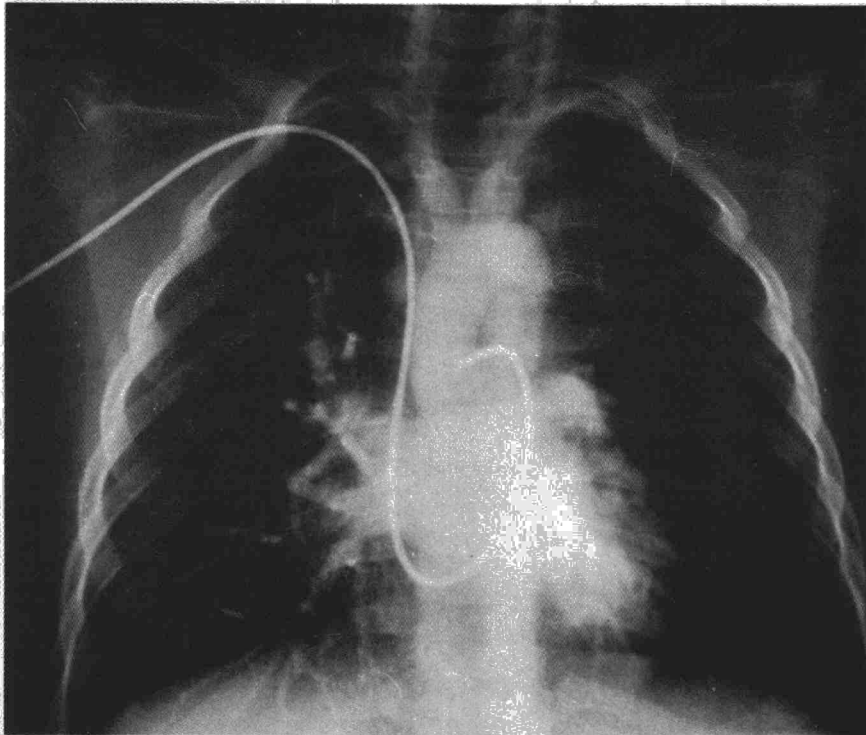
Tomografía plano 8 en la que aparece más nitidamente la densidad paraaórtica.
